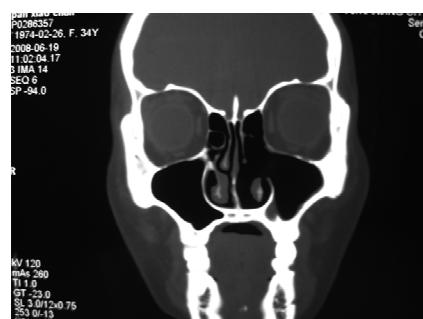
术后半年鼻窦CT检查见左鼻腔、鼻道窦口复合体处宽敞，上颌窦为含气大腔
